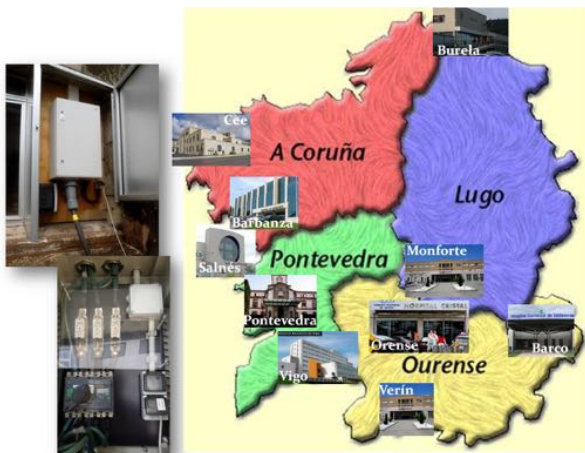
Hospitales en los que se han realizado pequeñas obras de acondicionamiento para el acceso de los pacientes y la instalación de conexiones eléctricas y de datos para el funcionamiento de la unidad móvil de RM.
